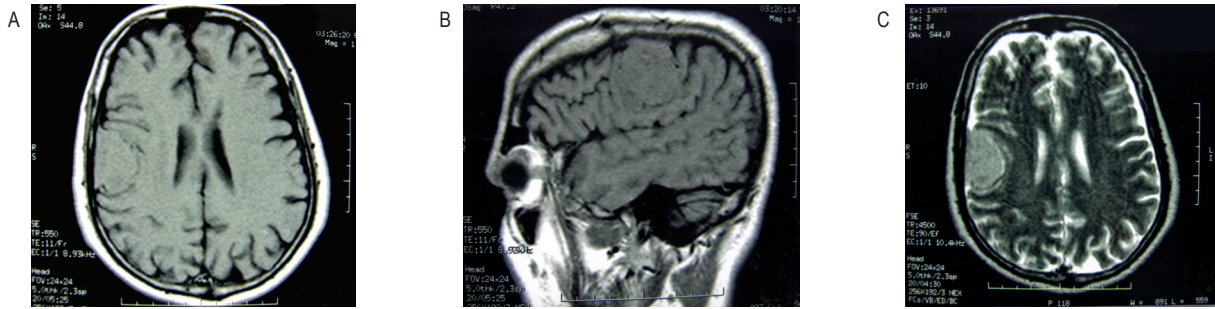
Ressonância magnética sem contraste. A e B) tumor isoíntenso em T1; C) tumor hiperíntenso em T2.
